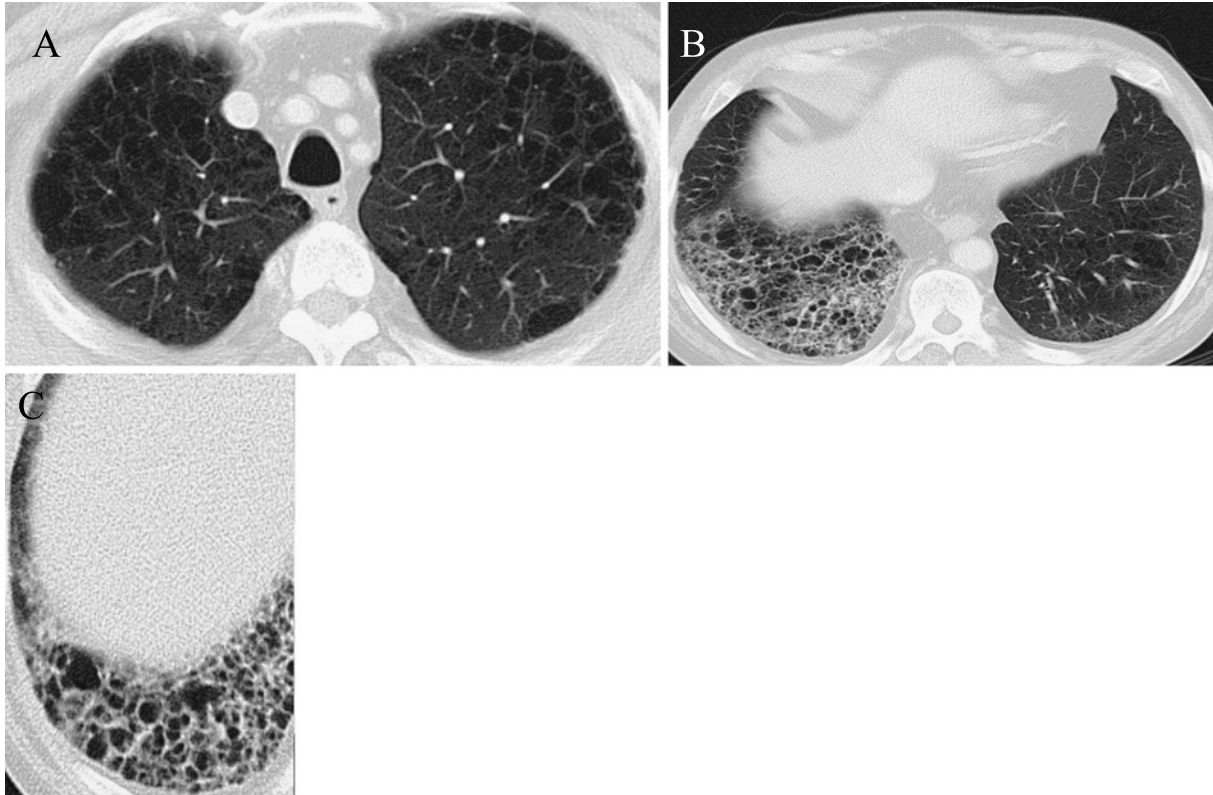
A) Chest CT image show emphysematous changes in both upper lobes. B-C) High-resolution CT shows honeycomb-like changes in the right lower lobe.
